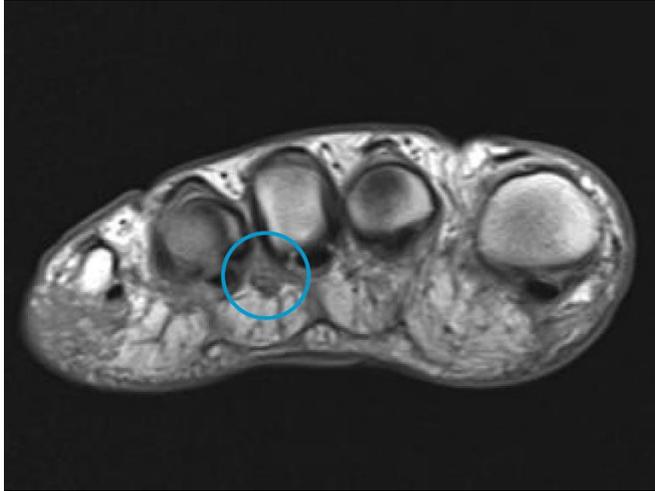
MRI mit Morton-Neurom
